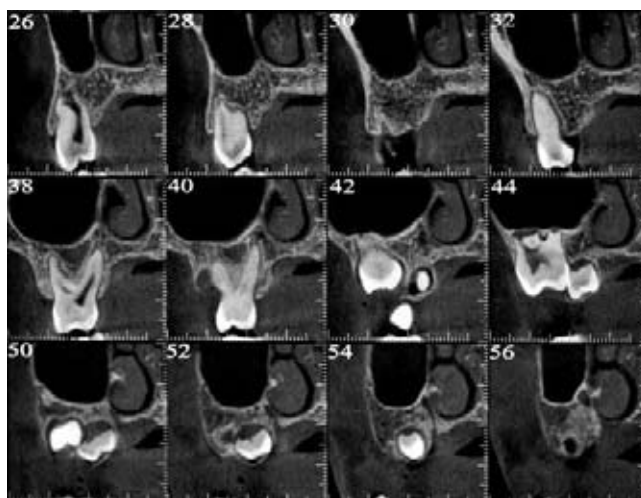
Sezioni TC che evidenziano localizzazione palatale del germe 28.
